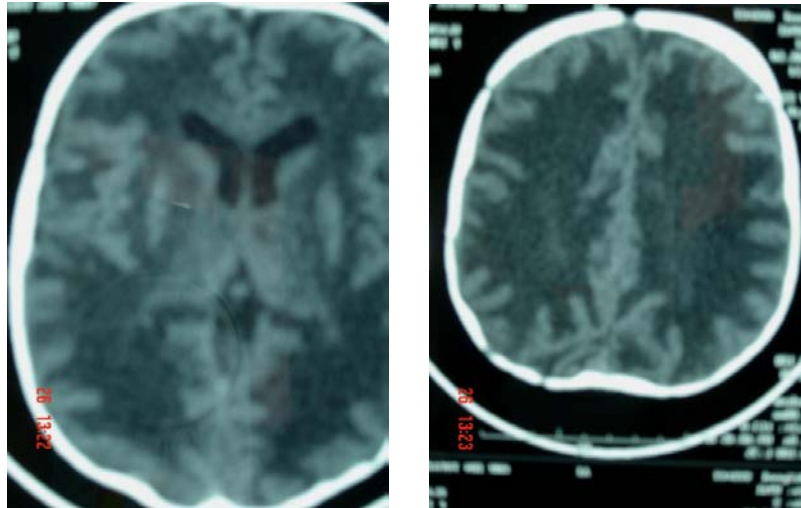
TDM cérébrale montrant des images d'hypodensité diffuse au niveau de la SB cérébrale.
